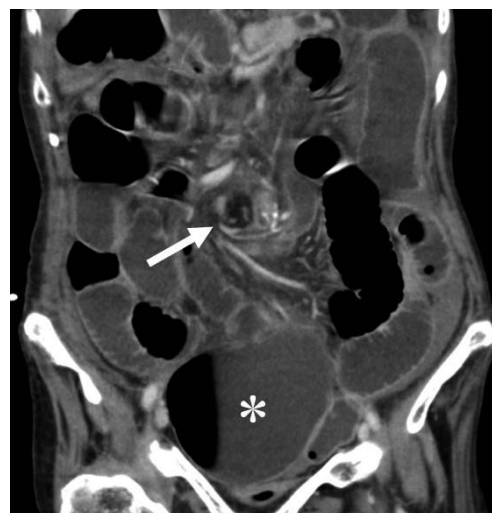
症例 2 造影CT冠状断MPR像
